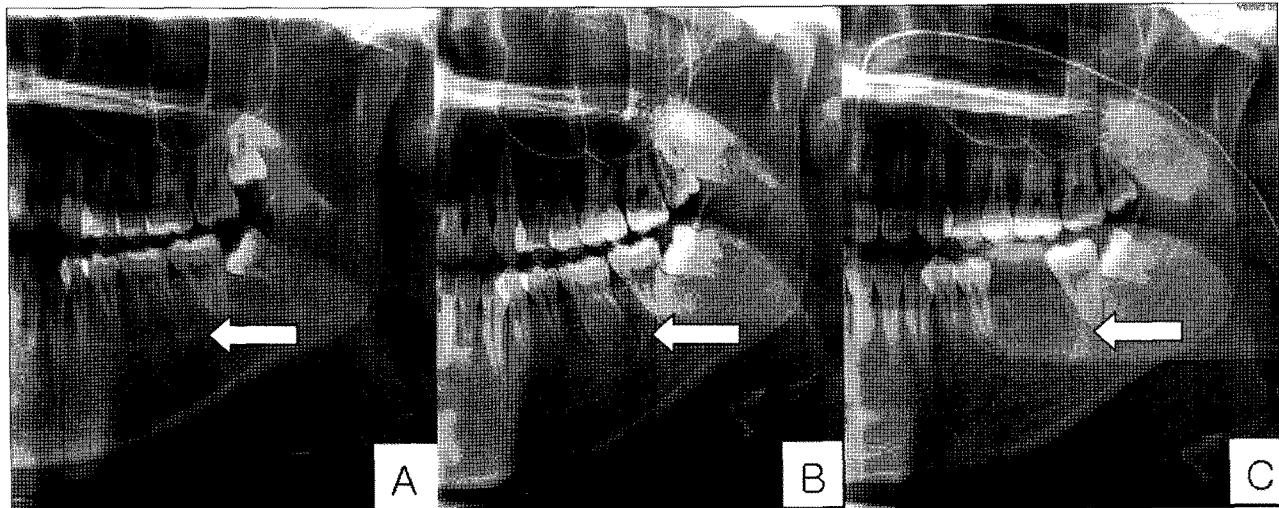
Panoramic view (case 1). A; The periapical lesion is seen on panoramic view (2 years before surgery). See arrow. B; The lesion gets larger on pre-operative panoramic view. See arrow. C; The lesion was removed and the tooth extracted, post operative panoramic view.
